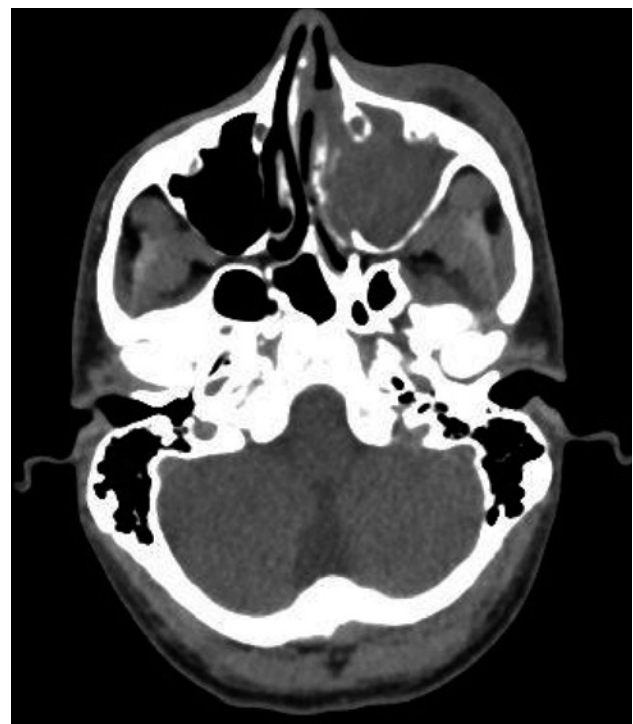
Corte axial de una tomografía computarizada con ocupación de seno maxilar izquierdo.
